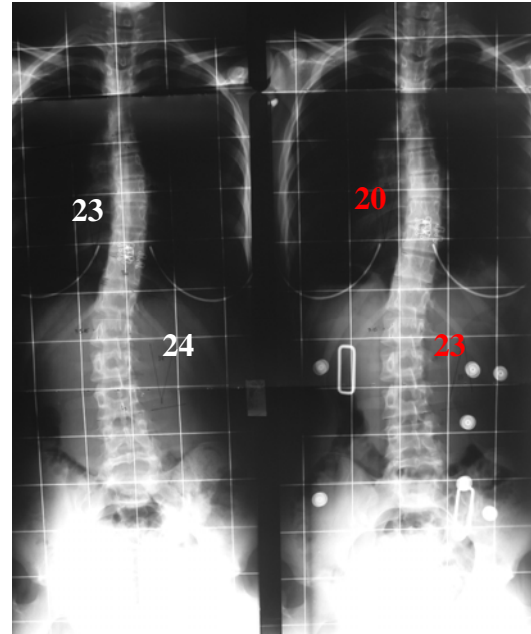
Radiografía SIN y CON CORSE (derecha) de una adolescente de 14 años que muestra el nulo efecto del corsé.
